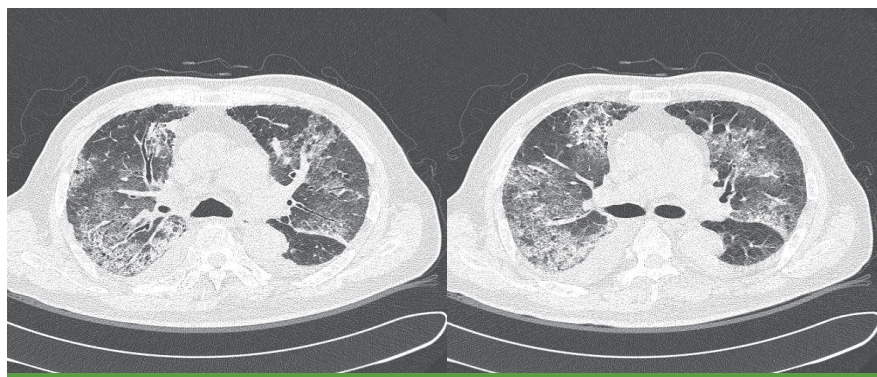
Chest CT scan shows multifocal patchy ground glass opacity in the both lungs and bilateral pleural effusion, which suggests multifocal bronchopneumonia.
